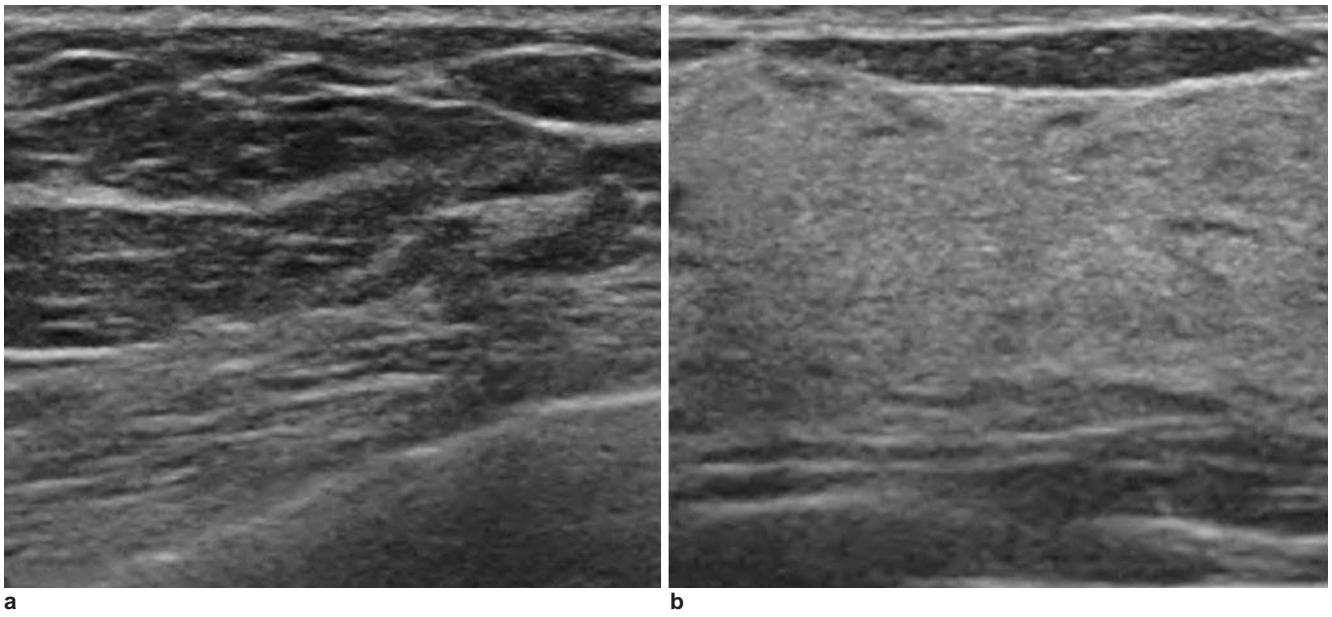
ACR BI-RADS의 배경에코 분류. (a) 균질-지방형(homogenous-fat) (b) 균질-섬유유선형(homogenous-fibroglandular) (c) 불균질형(heterogeneous). BI-RADS 초음파 1판과 2판 모두 배경에코를 세가지로 분류하고 불균질형 배경에코를 저에코와 고에코가 유선층에 섞여있는 조직유형으로 정의하고 있지만 BI-RADS 초음파 2판에서는 배경에코를 조직구성 항목에서 섬유유선조직과 지방의 균형이란 관점에서 다루고 있다.
